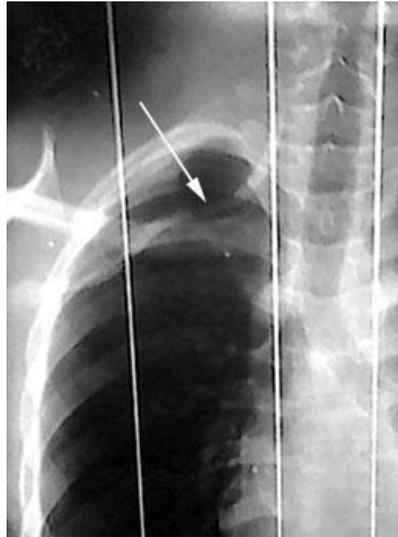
Radiografía que muestra la vía anómala que toma el catéter (flecha).
